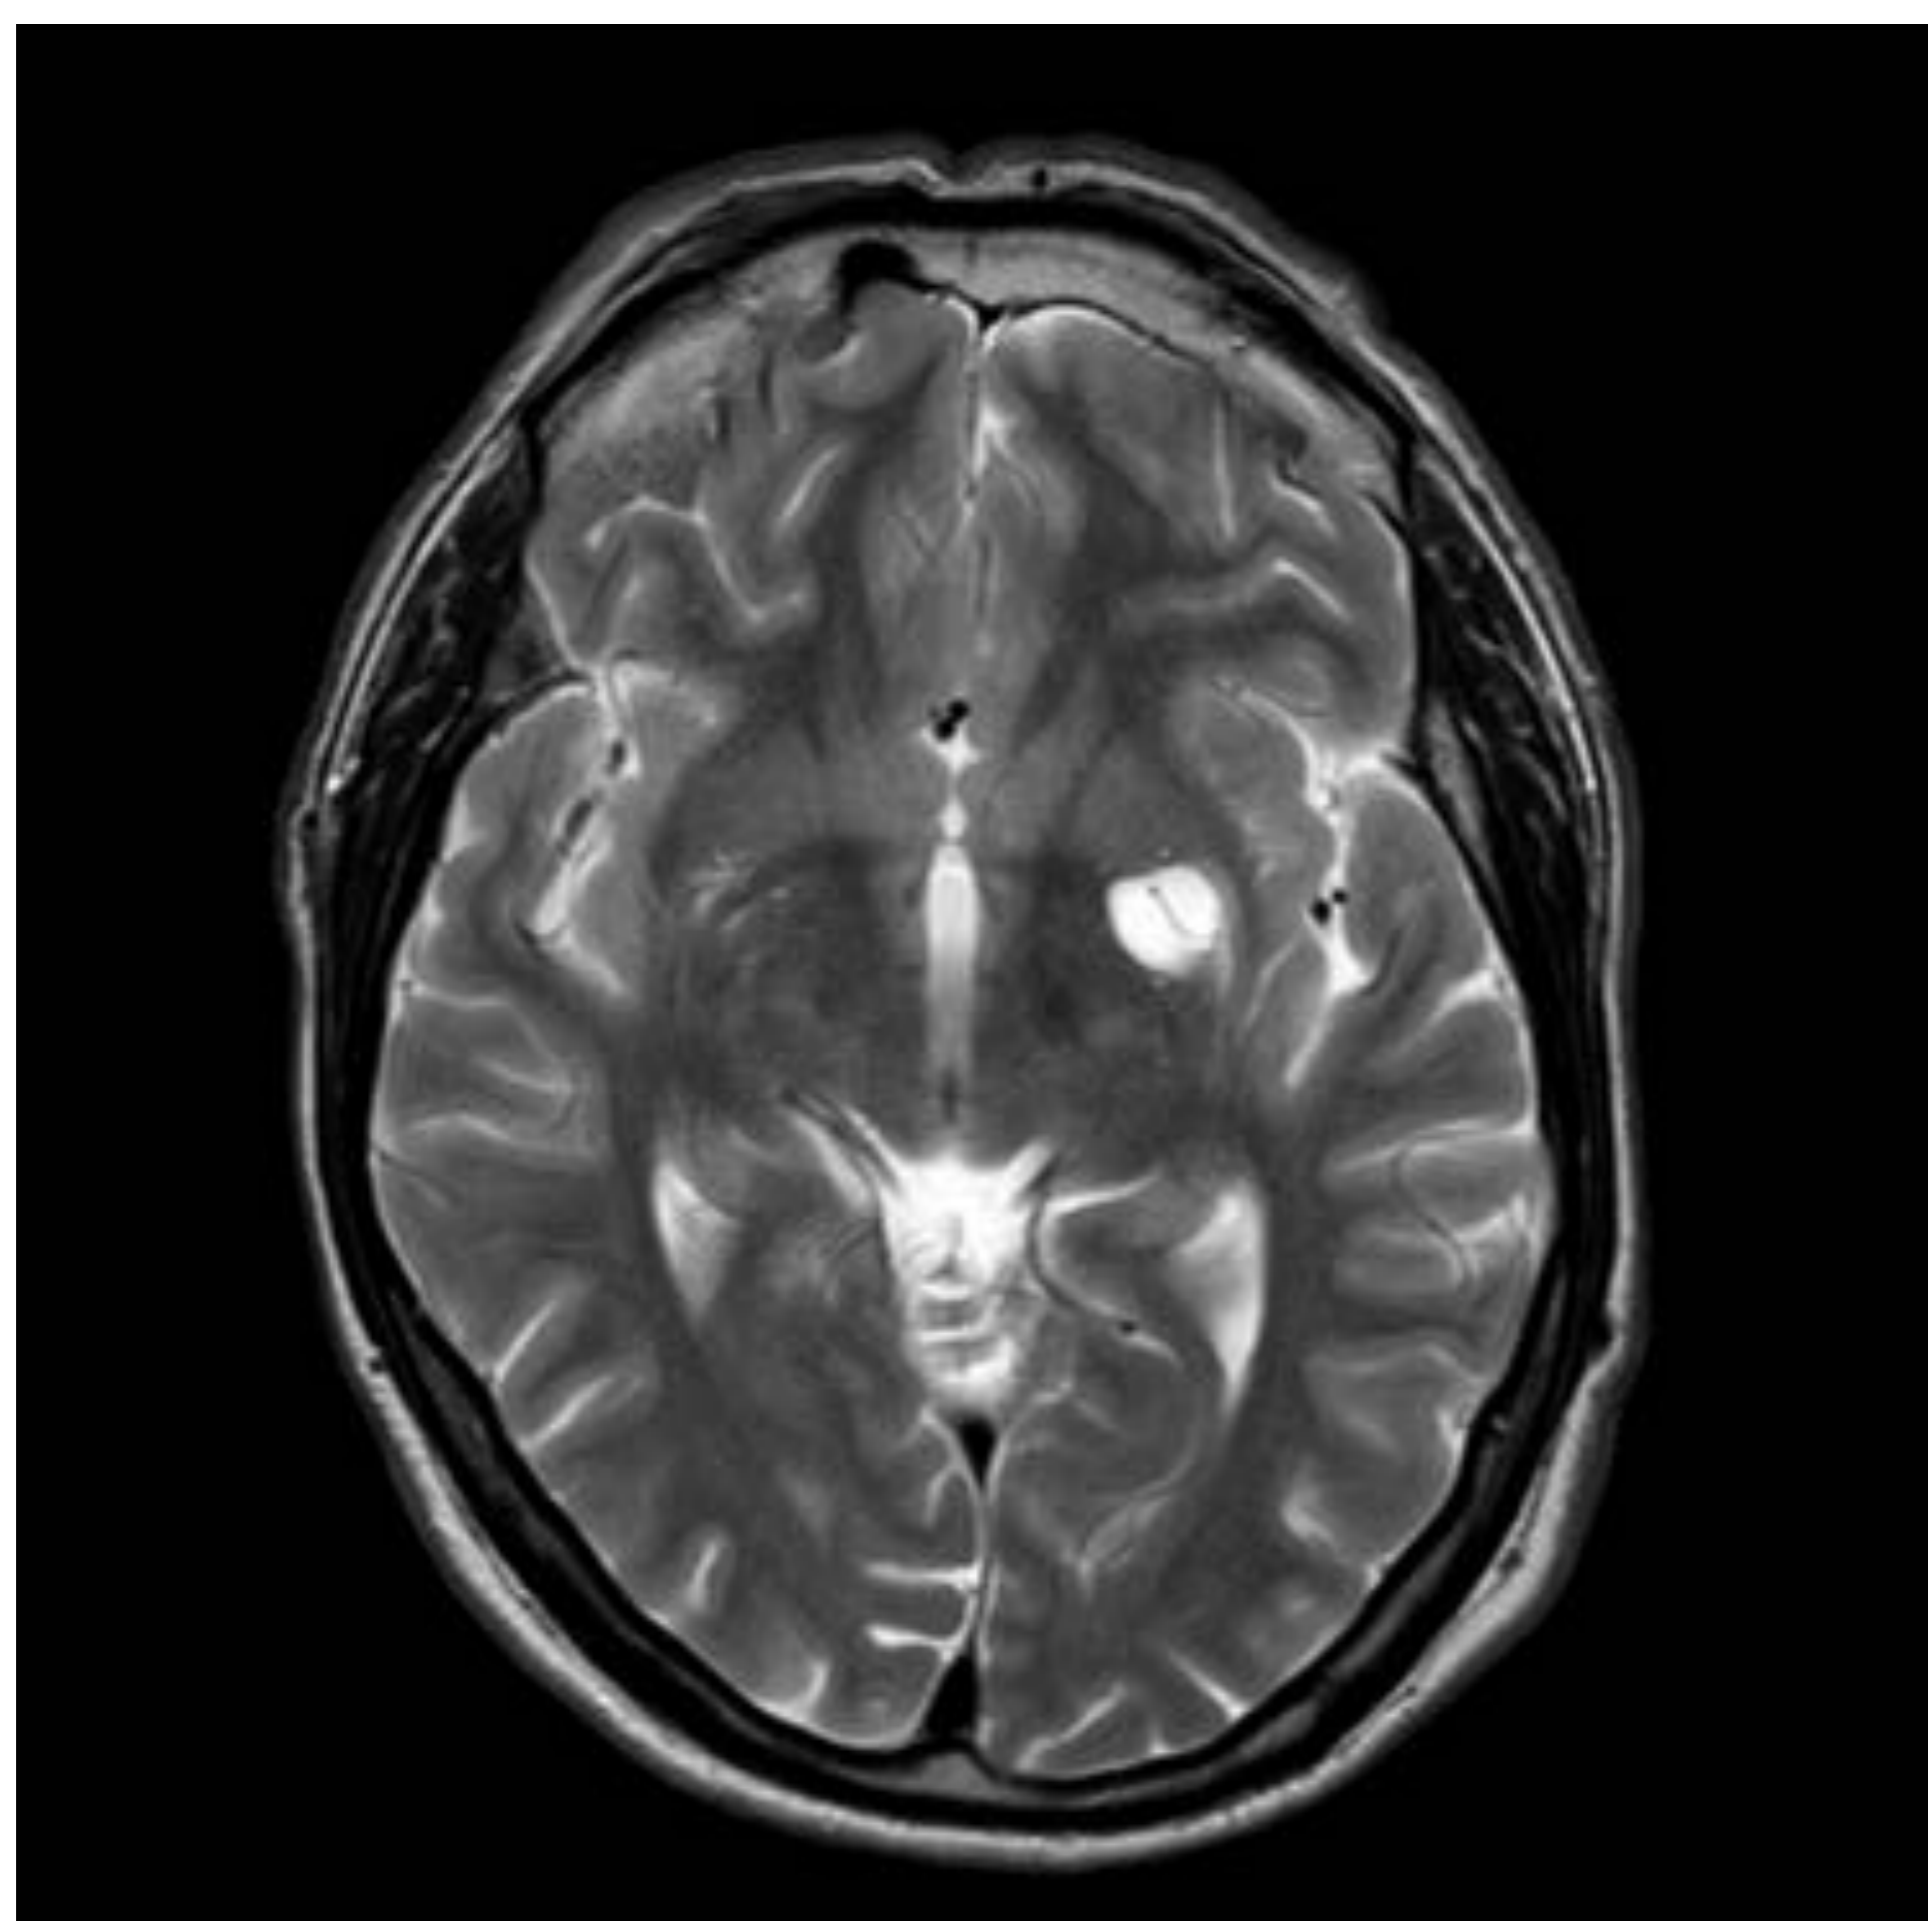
Cortes axiales de RM en T1 (a) y T2 (b), y corte coronal de RM en T2 CISS (c). Pequeñas estructuras de aspecto quístico arracimadas, alargadas, que se localizan en el brazo anterior de la cápsula interna izquierda, de señal de resonancia idéntica al LCR en todas las secuencias.
